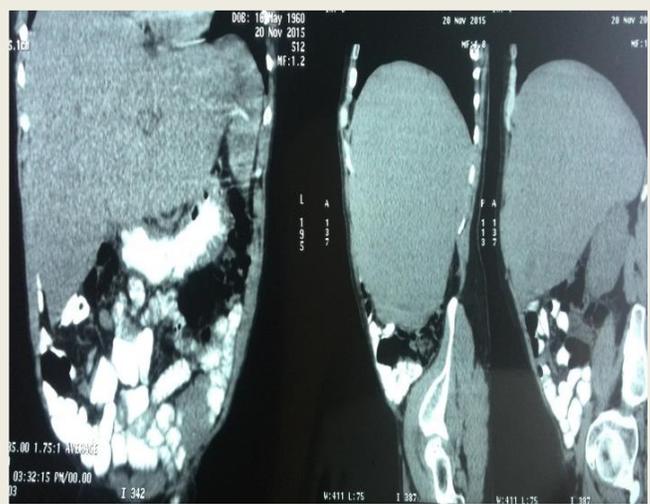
Tomografía de abdomen con doble contraste donde se evidencia hepatomegalia con pequeñas áreas de calcificación en segmento VII.
